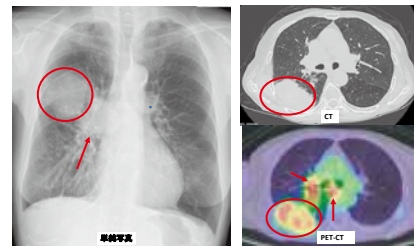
肺癌(○)とリンパ節転移(→)は、PET-CTでは明瞭に赤く表示されています
